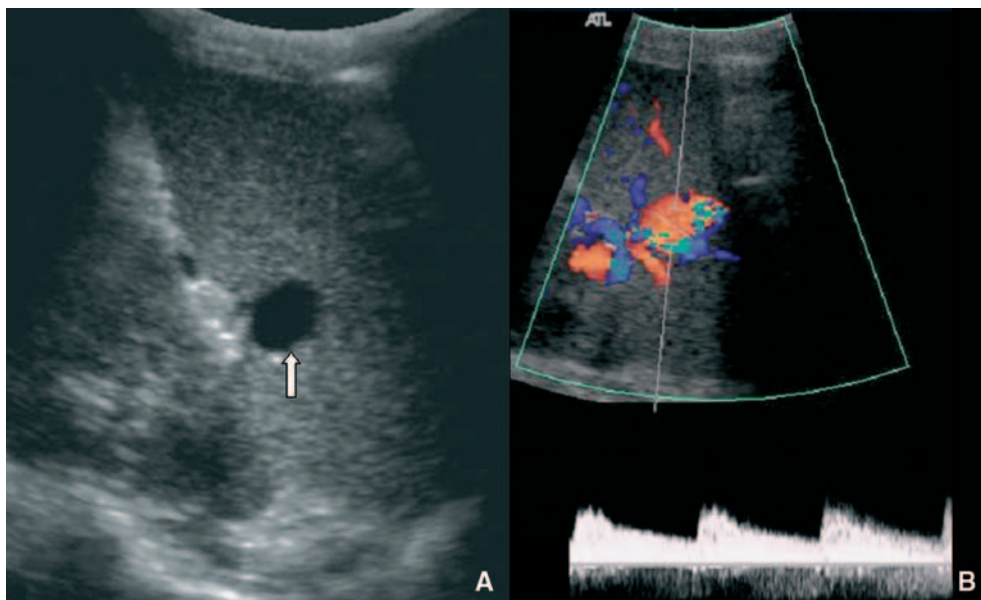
Échographie en cas d'anévrisme artériel intrasplénique.
